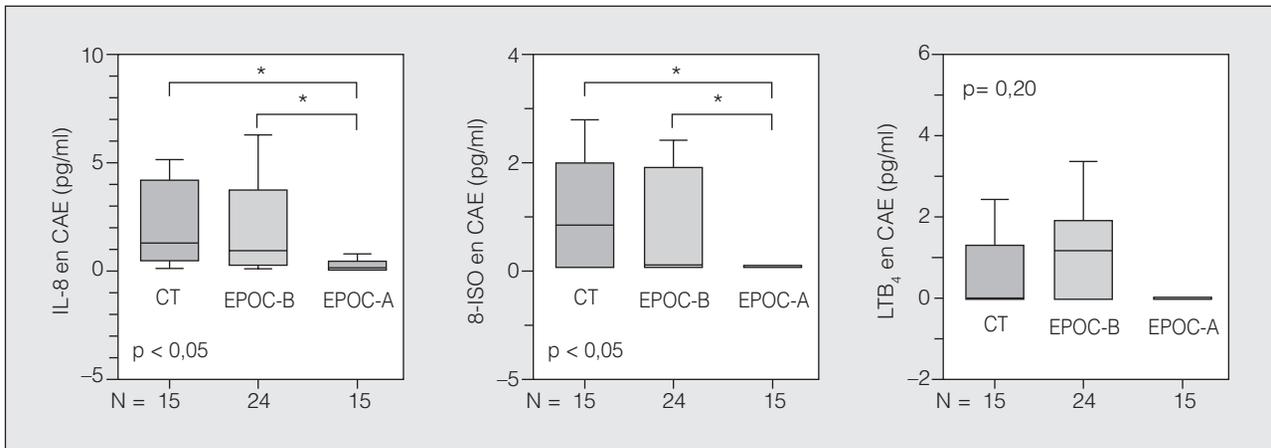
Concentraciones de interleucina-8 (IL-8), 8-isoprostano (8-ISO) y leucotrieno B₄ (LTB₄) en el condensado de aire exhalado (CAE) de los grupos estudiados. Los resultados se expresan como mediana, intercuartiles (caja) y rango. CT: grupo control; EPOC-A y EPOC-B: enfermedad pulmonar obstructiva crónica con predominio de enfisema y con predominio de bronquitis crónica, respectivamente. *Diferencias significativas entre medias mediante el test de Dunn.
